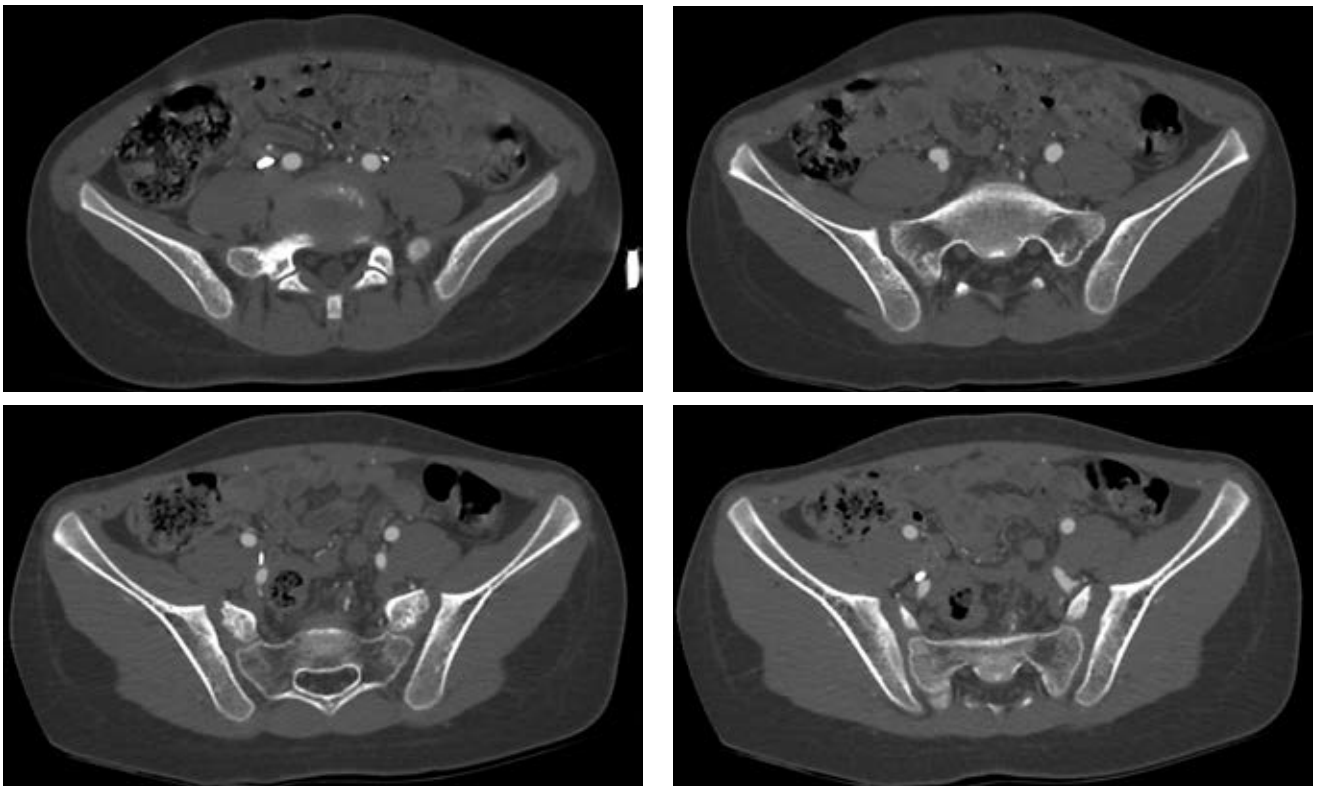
КТ, аксиальные срезы. Правый мочеточник перекидывается справа налево по передней поверхности правой подвздошной артерии, отклоняется кзади и проходит слева направо между наружной и глубокой подвздошными артериями. На уровне бифуркации общей подвздошной артерии мочеточник компримирован.
